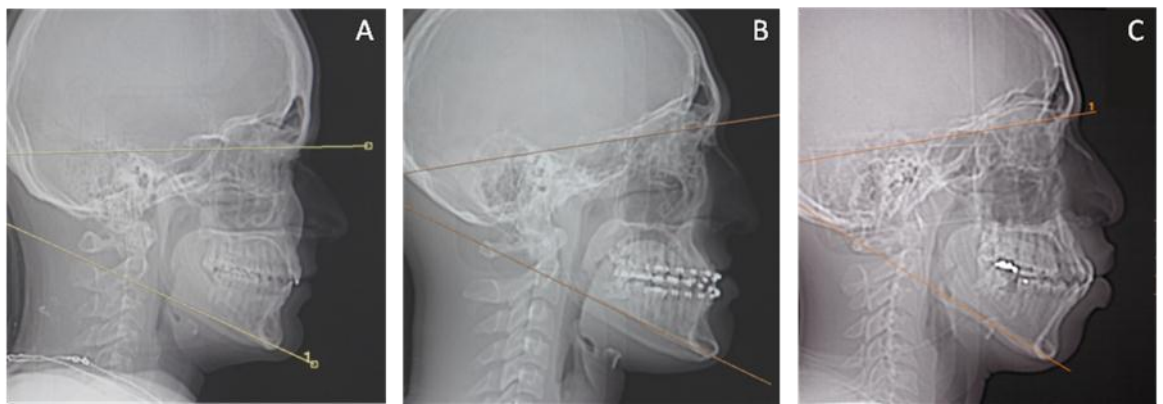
Escanograma prévio à aquisição das imagens por TC. Mensuração do ângulo GoGn-SN. A: Ângulo GoGn-SN de  $26^\circ$  (vertical diminuído), B: Ângulo GoGn-SN de  $34^\circ$  (vertical normal), C: Ângulo GoGn-SN de  $40^\circ$  (vertical aumentado).
